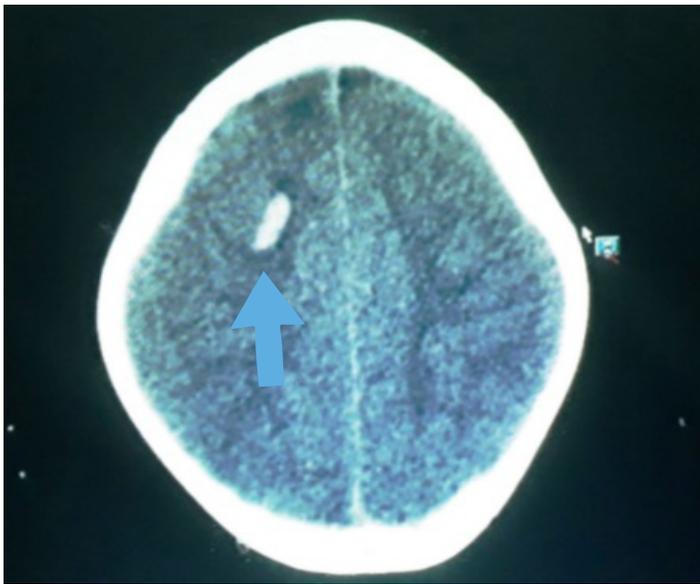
RMN de cráneo. Imagen hiperdensa en T1 de aproximadamente 1,5 cm x 1 cm, parietal alto izquierdo.
